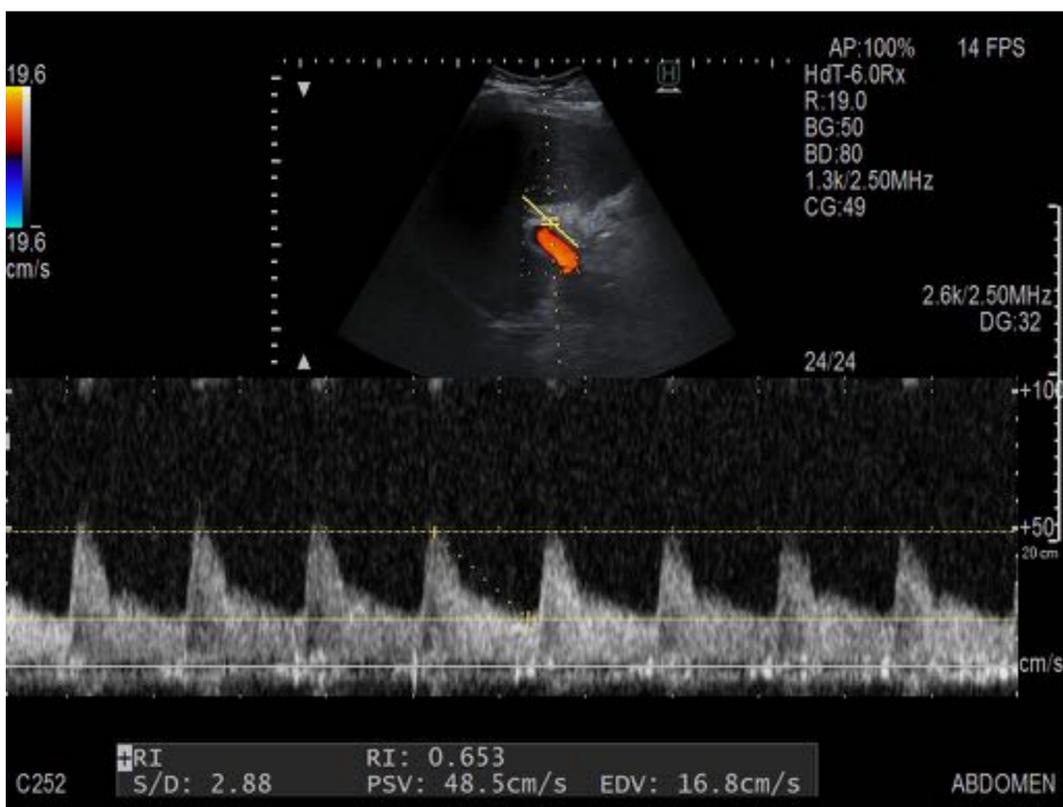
Registro de Doppler espectral normal de arteria hepática con un IR 0,55 – 0,75.
